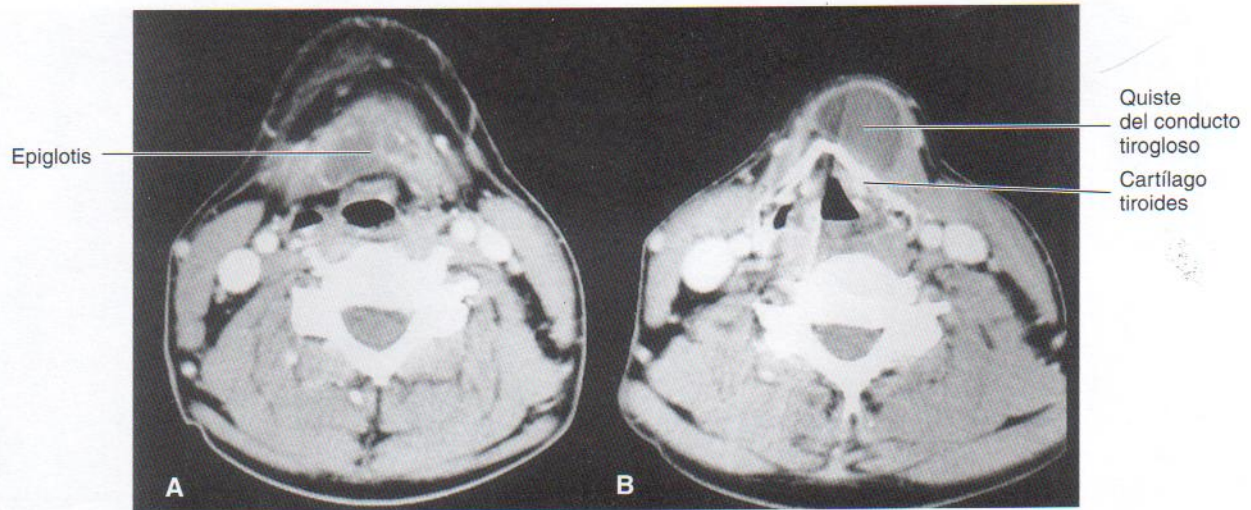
Imágenes de tomografía computarizada (TC). A, Nivel de la membrana tirohioidea y base de la epiglotis. B, Nivel del cartílago tiroideo que está calcificado. El quiste del conducto tirogloso se extiende en sentido craneal hasta el borde del hueso hioides. (Cortesía del Dr. Gerald S. Smyser, Altru Health System, Grand Forks, North Dakota, EE.UU.)
